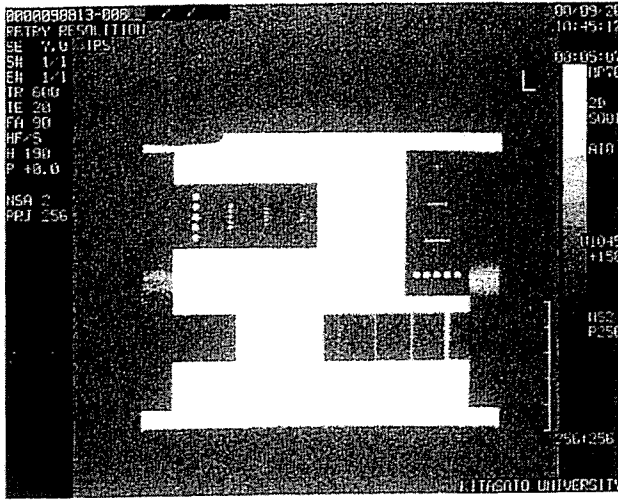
Image of phantom for resolution measurement acquired using MRI.
